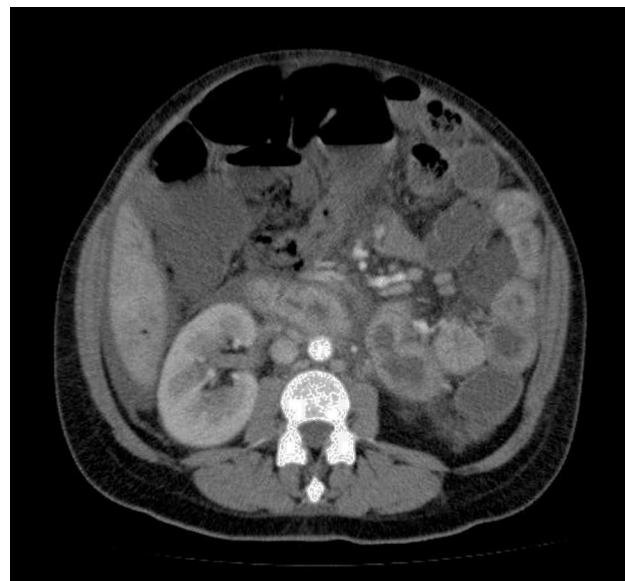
TC toracoabdominal.
